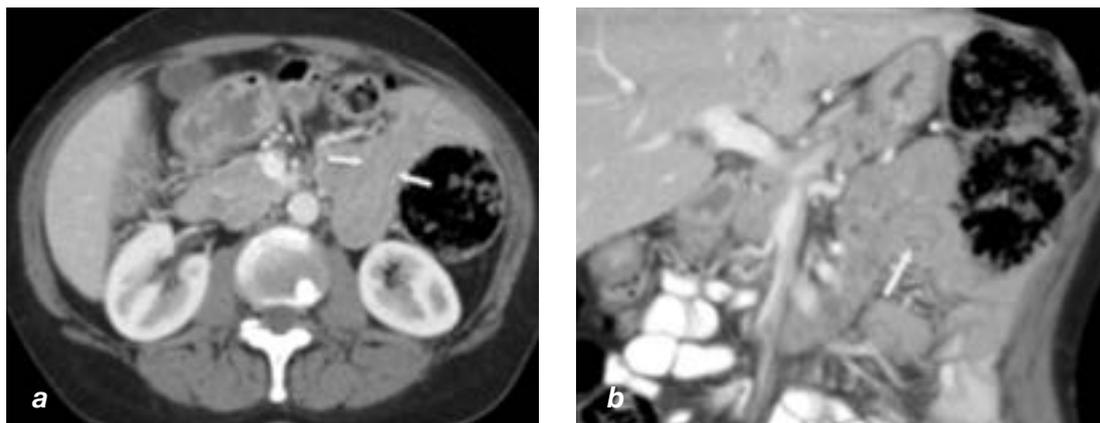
Mujer de 59 años que se sometió a TC con contraste endovenoso para estudio de hematuria intermitente, no refería síntomas abdominales.
